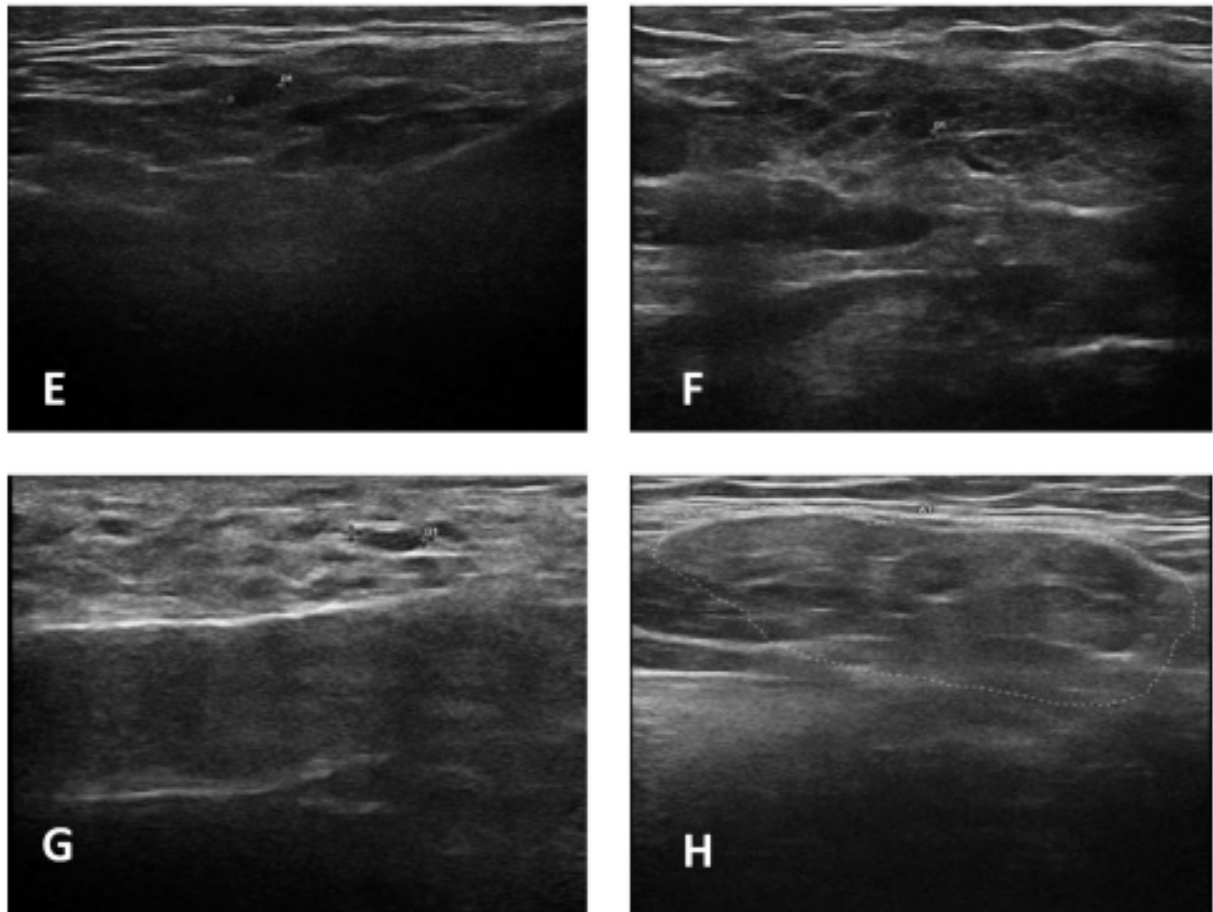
Score échographique des anomalies des glandes salivaires objectivées dans le SGSp.
